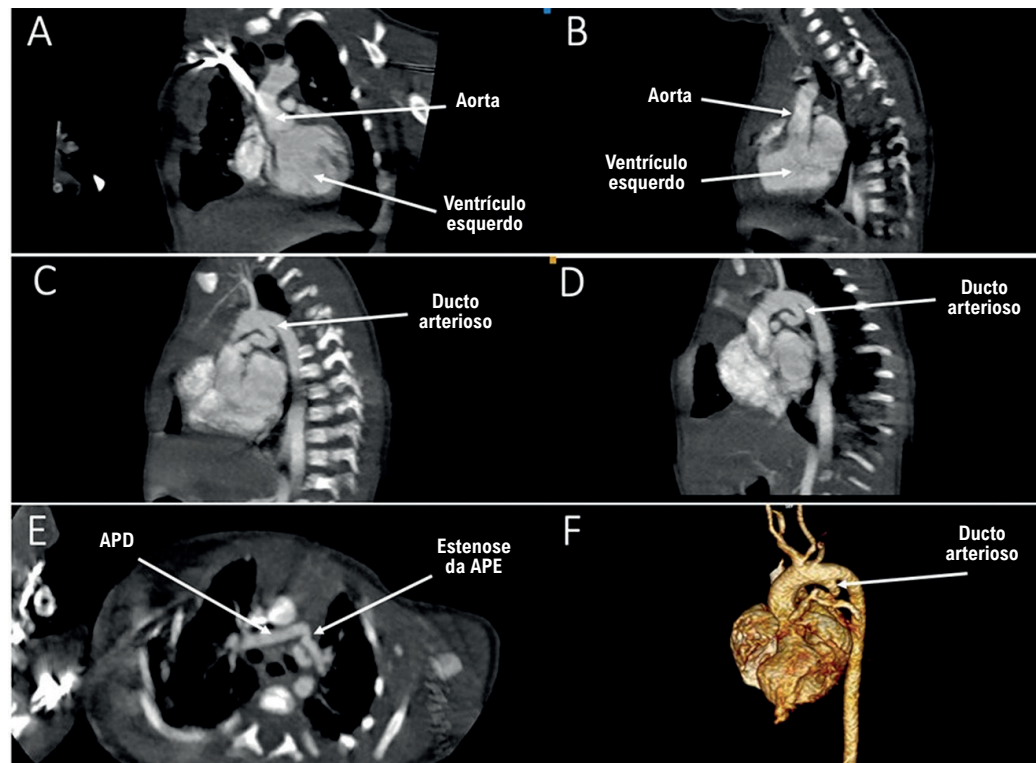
Angiotomografia computadorizada da aorta. A e B) Ventrículo esquerdo conectado à aorta. C e D) Ducto arterioso patente e marcadamente tortuoso. E) Estenose na origem da artéria pulmonar esquerda. F) Reconstrução tridimensional mostrando a anatomia do ducto arterioso. APD: artéria pulmonar direita; APE: artéria pulmonar esquerda.
